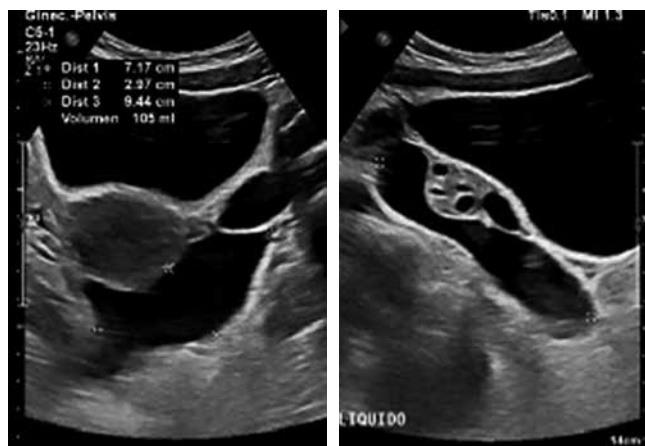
Ultrasonido abdominal mostrando líquido libre en pelvis y fondo de saco
